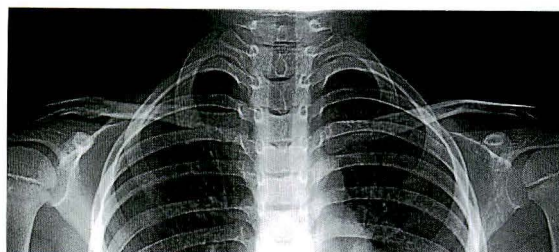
Radiograph of the right clavicle showing approximately a 4 cm defect of the bone mid-portion with a retained wire in the defect. Both ends of the proximal and distal fragments were tapered.
